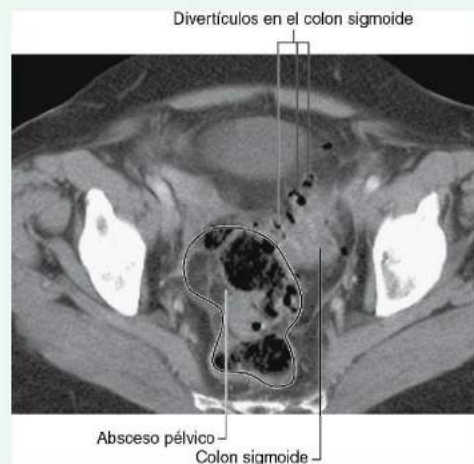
Tomografía computarizada, plano axial, de la pelvis, que muestra un asa de colon sigmoide con numerosos divertículos y un gran absceso en la cavidad pélvica.
